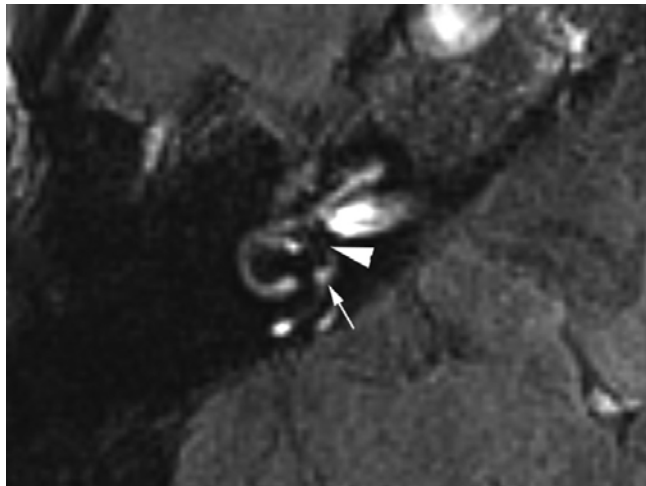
Une femme de 53 ans suivie pour MM définie du côté droit. Image FLAIR 3D recadrée en coupe axiale de l'oreille droite, 4 heures après administration intraveineuse d'une double dose de gadolinium, au niveau du vestibule. On note l'élargissement du saccule et de l'utricule qui sont confluents, sans aucun contraste environnant (tête de flèche). Il n'y a qu'un contraste visible à la base du canal semi-circulaire postérieur (flèche). Il s'agit d'un hydrops significatif.
